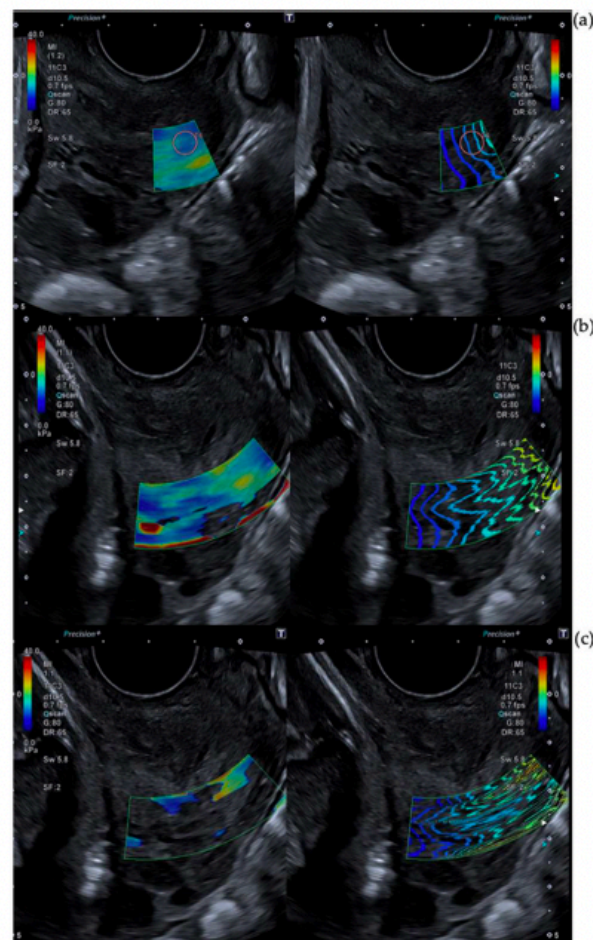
Technical considerations of SWE measurements: Box size. Figure 2 shows different SWE captures. The left image is a color map of elastography and the right one is a propagation map. Both of them overlay b-mode ultrasound images. (a) shows a right caption in the outer posterior lip. (b,c) exhibit color map not complete and strong distortion in propagation map. A large caption box creates the issue. Not reliable measurements should be obtained there.
